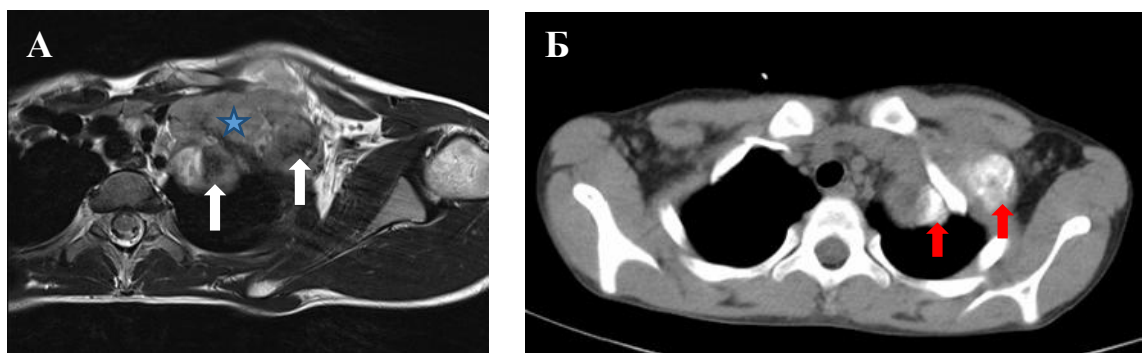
ПНЭО мягких тканей передней грудной стенки слева. Мальчик 14 лет. А — МРТ, T2-ВИ, аксиальная проекция. В толще многоузлового образования (звездочка) определяются участки гипоинтенсивного сигнала (стрелки). Б — РКТ того же больного, участки гипоинтенсивного сигнала на МРТ соответствуют участкам костной плотности (стрелки)
